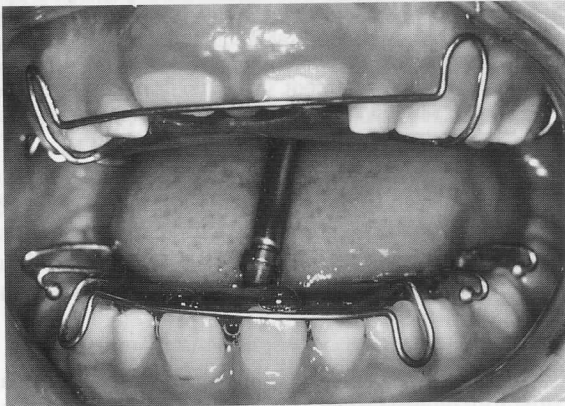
Déblocage occlusal par dispositif à bielle de type Tavernier ou Neo-Tavernier. *A)* Appareil en bouche mouvement de latéralité en butée ; *B)* Téléradiographie en position de fermeture. Cette fermeture n'est pas une occlusion mais un contact sur la butée de la bielle qui change ainsi le centre instantané de rotation. Il y a disclusion forcée et stimulation des mouvements mandibulaires par levée d'obstacles occlusaux ; *C)* Téléradiographie en position d'ouverture. L'ouverture buccale n'est pas gênée. Les centres de rotation se situent normalement au niveau des ATM
